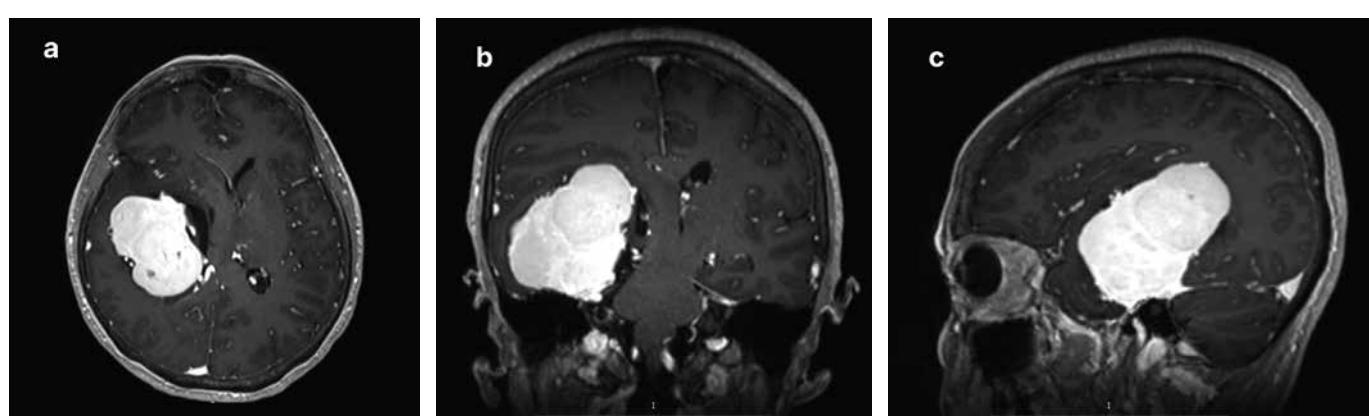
МРТ головного мозга с контрастным усилением пациентки с СФО пирамиды правой височной кости. Изображение в режиме T1 с контрастным усилением (T1 C+): а – аксиальная проекция; б – коронарная проекция; в – сагиттальная проекция
